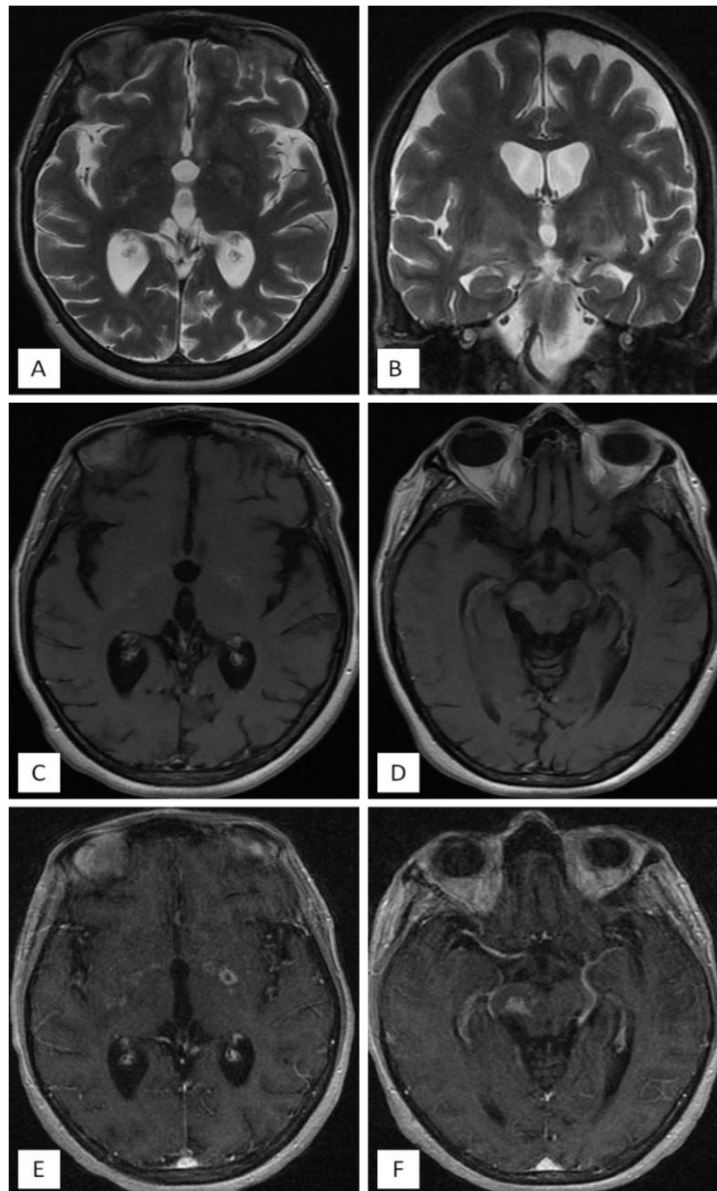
L'IRM cérébrale montre la présence de multiples lésions punctiformes intéressant : la SB entourant le V4, et le pédoncule cérébral droit ainsi que les NGC. Ces lésions sont décrites en hypersignal T2 (coupe axiale : A, coupe coronale : B) et FLAIR (coupe axiale : C, D). Après injection de gadolinium (coupes axiales : E, F) sont notées de prises de contraste floconneuses péri-ventriculaires, et punctiformes au niveau des NGC avec prise de contraste annulaire intéressant le noyau lenticulaire gauche (E).
